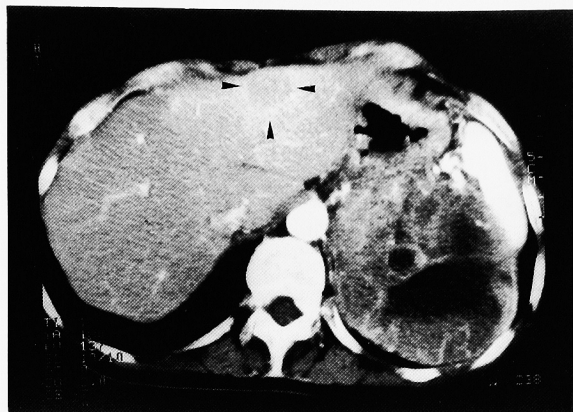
Computed tomography showed a large, left adrenal tumor and a metastatic liver tumor (arrow heads).
